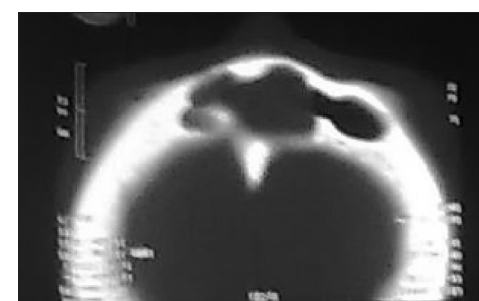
КТ ПНП хворої У., 37 років (аксіальна проекція). Мукоцеле ЛП
